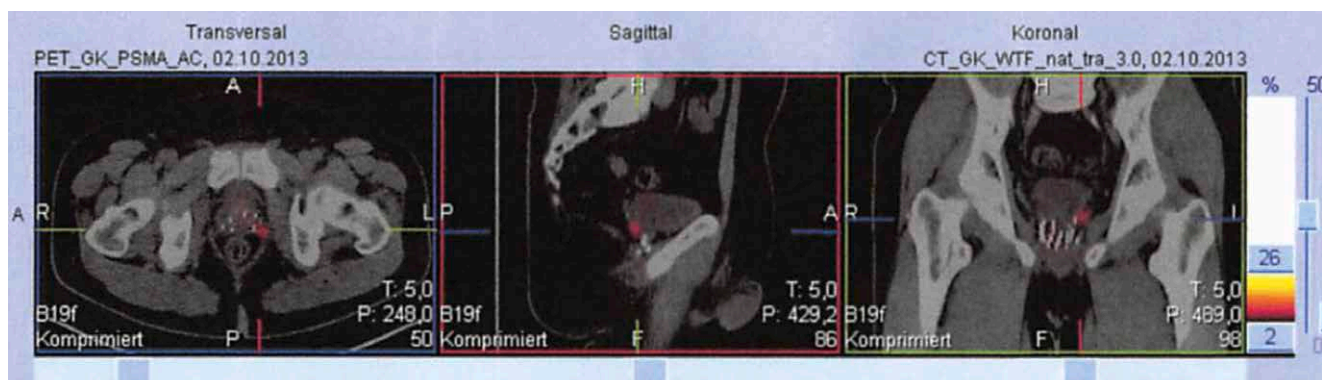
Das PSMA-PET/CT vor fokaler Salvage-LDR-Brachytherapie zeigt ein Rezidiv in der l. Samenblase (oberhalb der primären Strahler).
